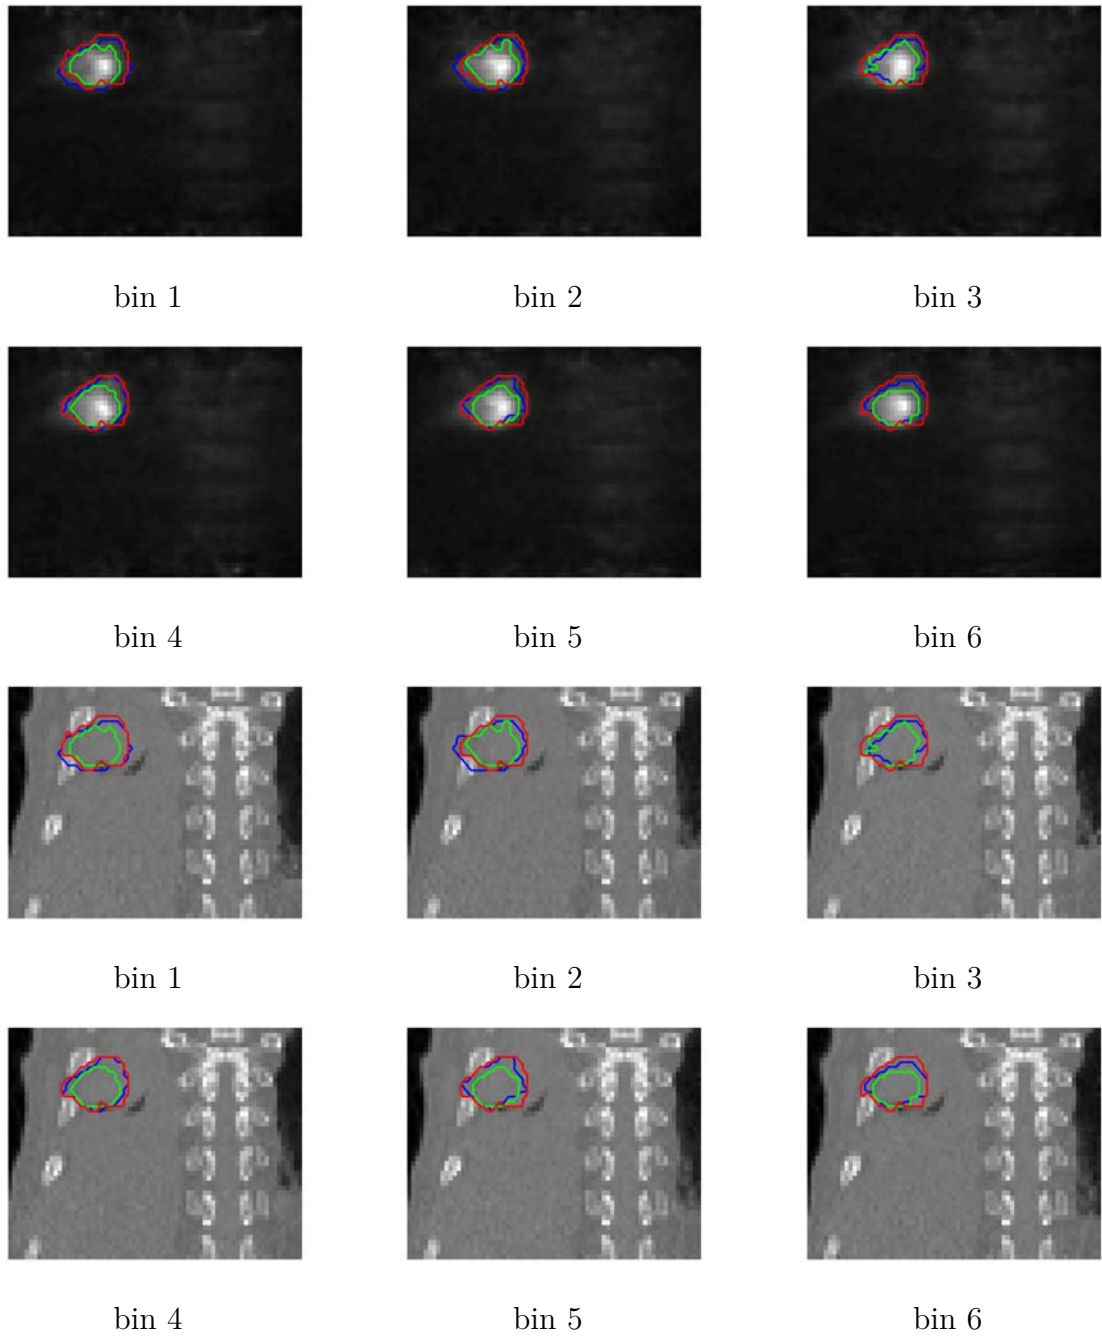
Patient C : Résultats de segmentation sur le plan coronal en TEP et en TDM pour chaque bin temporel. Rouge : méthode proposée; vert : segmentation par seuillage adaptatif; bleu : segmentation manuelle.
